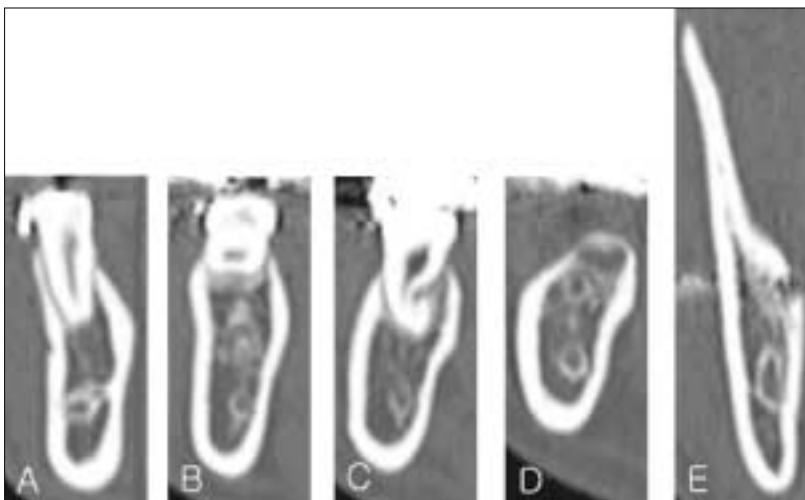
Cross-sectional CT images in the each measuring points. A, 2nd premolar; B, 1st molar; C, 2nd molar; D, 3rd molar; E, Ramus.
